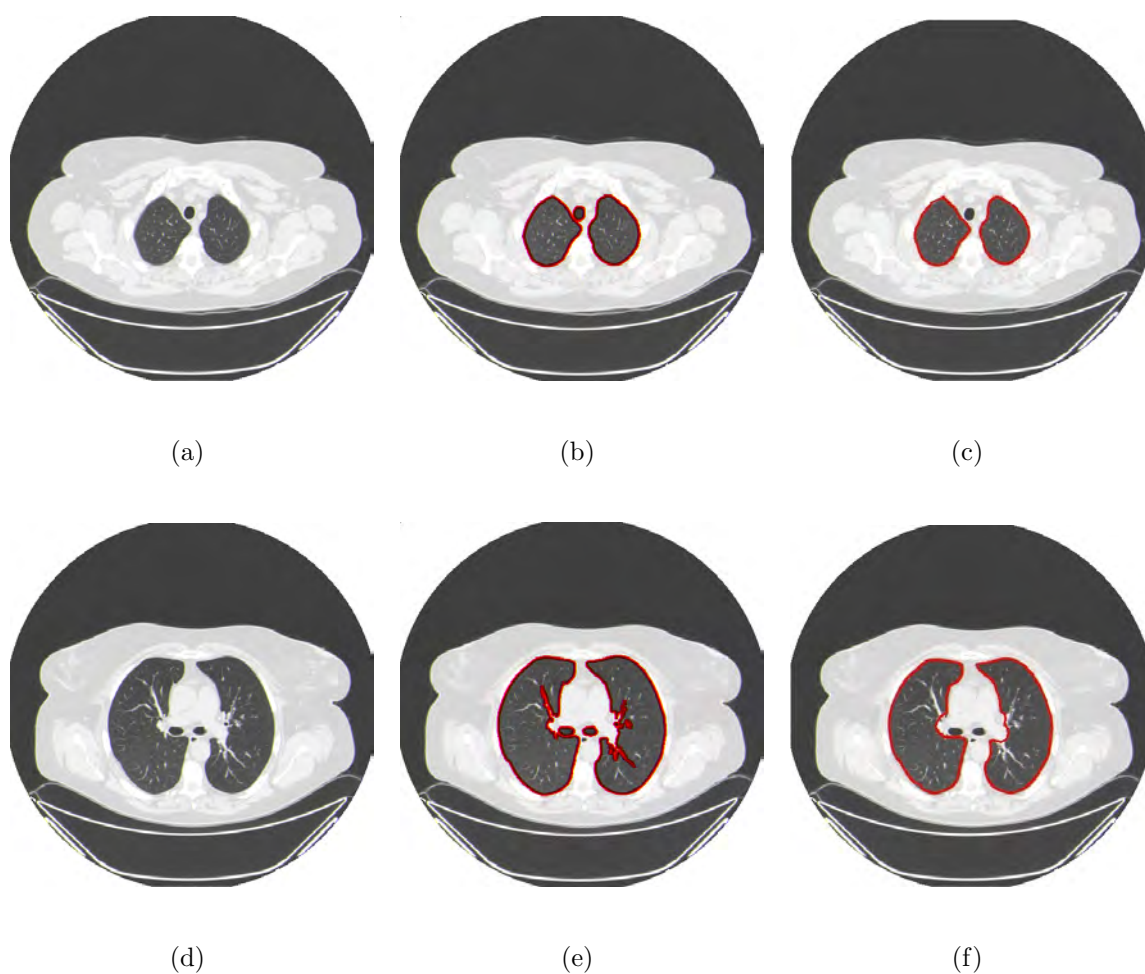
exemplos de segmentação dos pulmões em imagens de TC, sendo a) e d) imagens originais. O hilo é agregado à região pulmonar pelo Crescimento de Regiões 3D conforme apresentado em b) e e), o que não acontece utilizando o MCA Crisp Adaptativo 3D, cujo os resultados são apresentados em c) e f).
